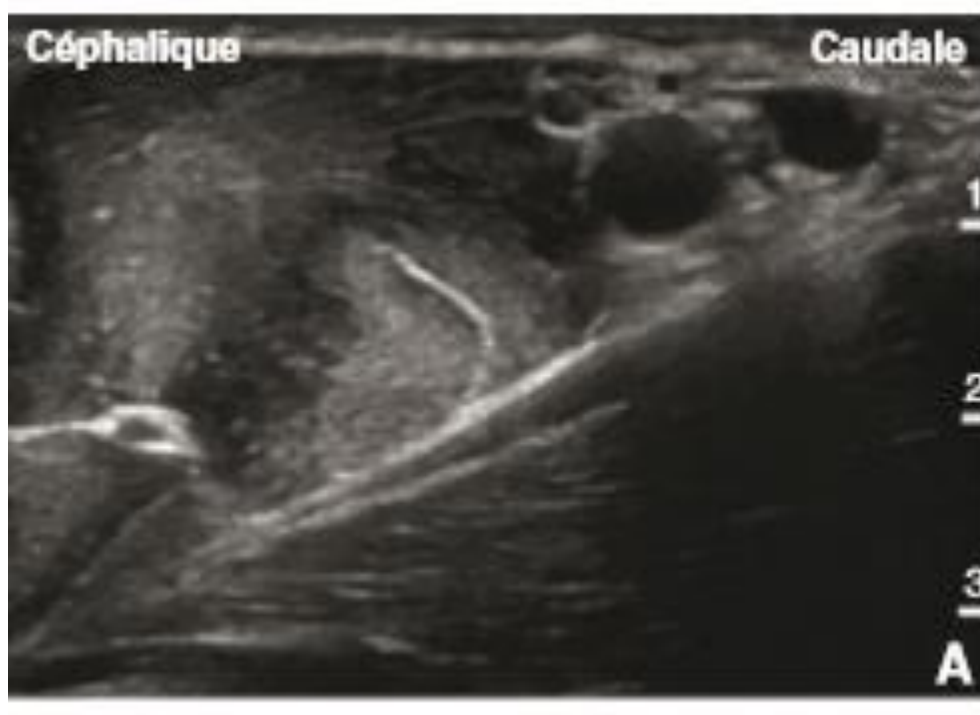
[10]A. Image échographique native
